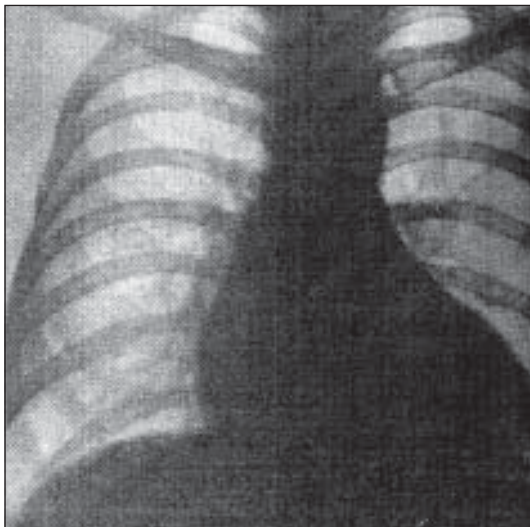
Рентгенограма органів грудної порожнини хворого Д.
